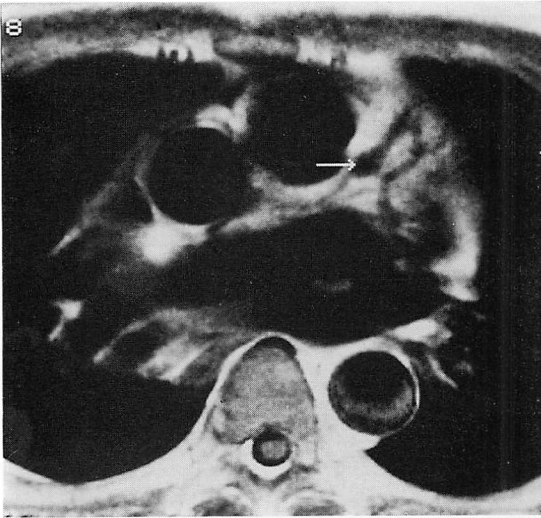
MR image of an aneurysm of the left anterior descending artery (52-year-old man).
